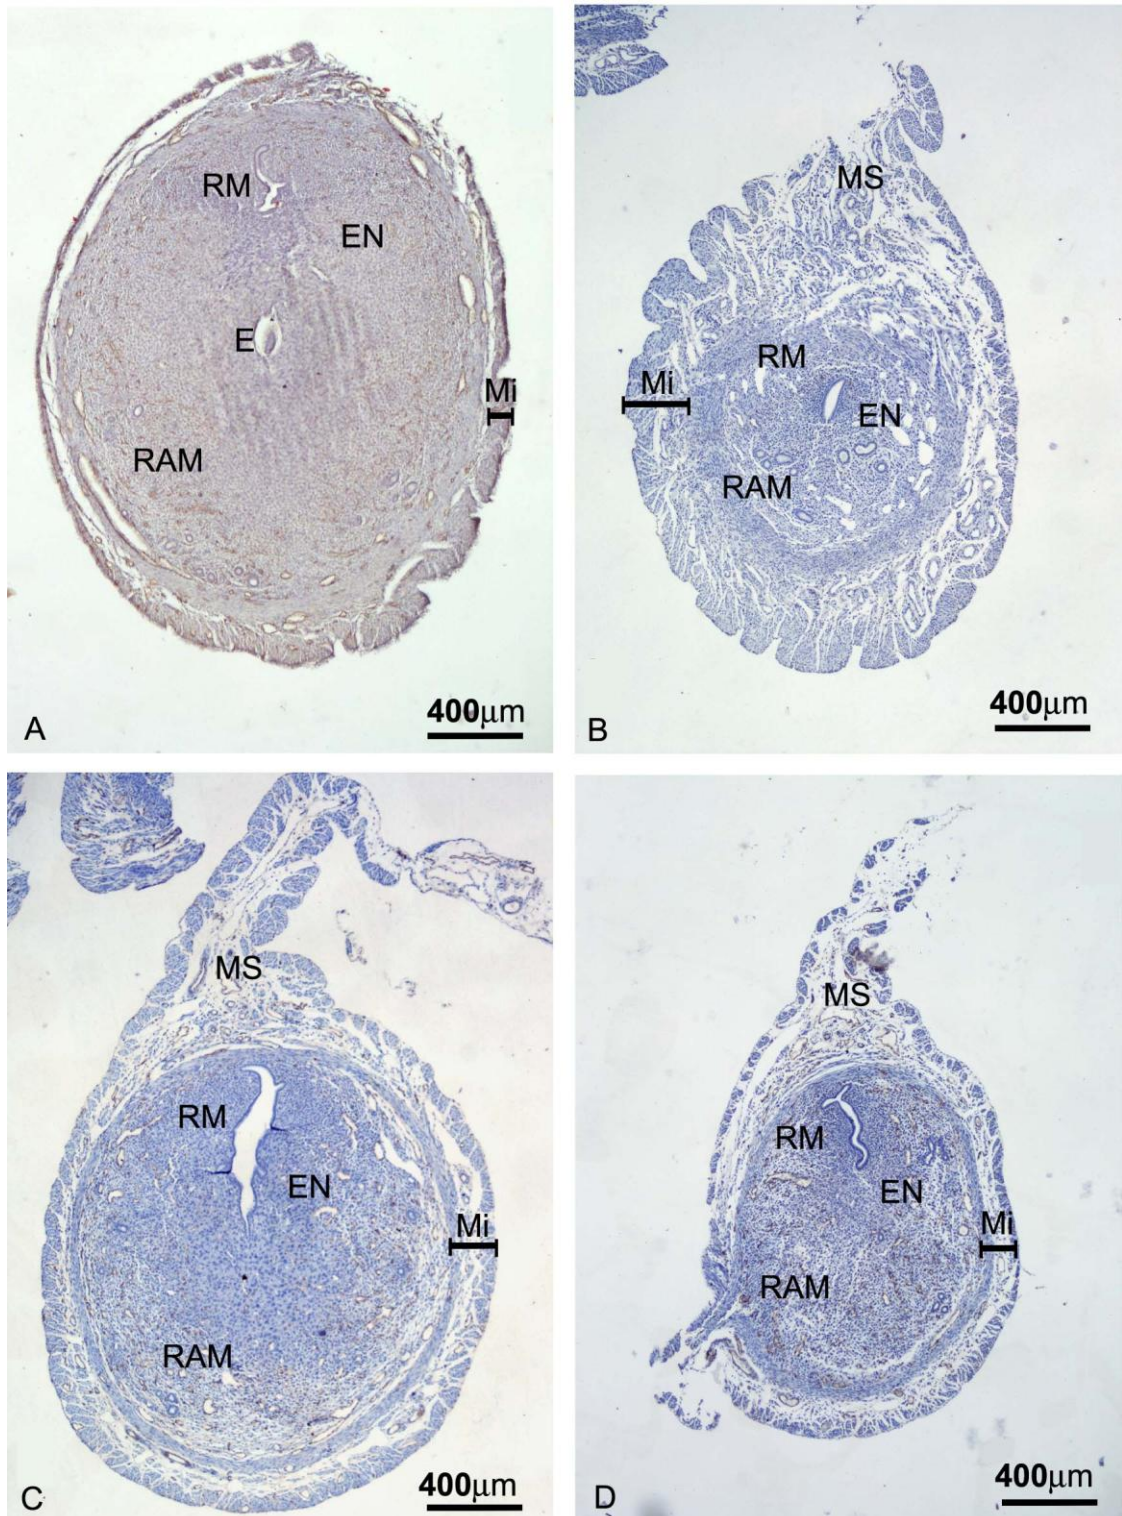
Fotomicrografias de cortes histológicos de sítios de implantação no 6^o ddg. Sítio de implantação controle (A). Sítio de implantação de camundongo tratado com 0,75 mg/Kg e com tamanho menor (B) e miométrio mais espesso (Mi). Sítio de implantação de camundongo tratado com 7,5 mg/Kg de aspecto normal (C). Sítio de implantação de camundongo tratado com 75 mg/Kg de tamanho menor (D). Embrião (E). Mesométrio (MS). Região Mesometrial (RM). Região antimesometrial (RAM). Endométrio (EN) Lectina DBA-Peroxidase-DAB e Hematoxilina de Harris.
